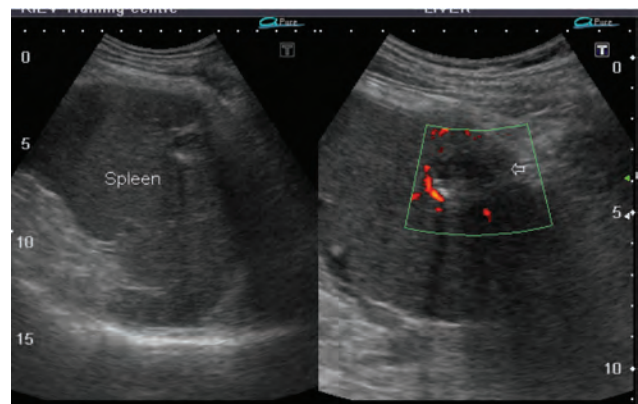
УЗИ-сканирование селезенки через левые межреберные промежутки. Слева — ближе к наружной поверхности органа визуализируется линейной формы гипоехогенный участок (разрыв) паренхимы с гиперэхогенной периферией (указан стрелкой). Четко определяется целостность капсулы над повреждением. Справа — функция ZOOM одновременно с режимом энергетического доплера
